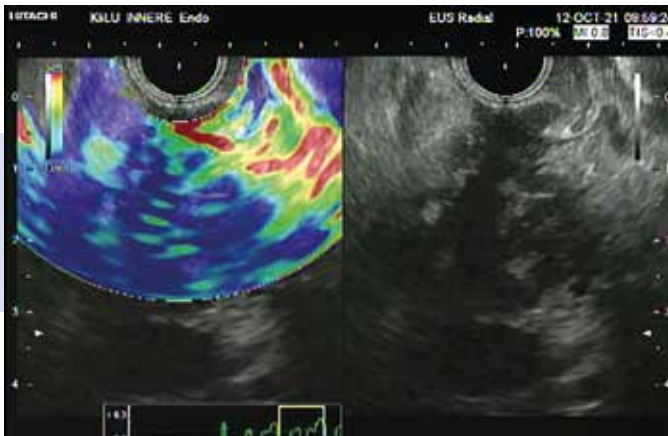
In der radialen Endosonographie ist das gesamte Pankreasorgan echoarm, inhomogen aufgetrieben und elastographisch hart (blue honeycomb). Auffällig ist, dass der Pankreasgang nicht dilatiert ist.
